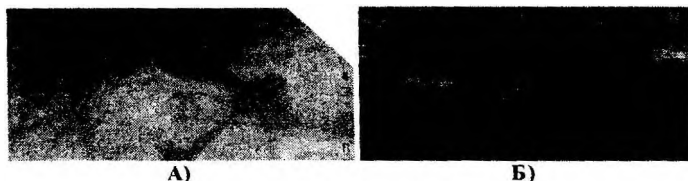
Сонограмма лучезапястного сустава с локтевой стороны. I-II рентгенологическая стадия ревматоидного артрита.
